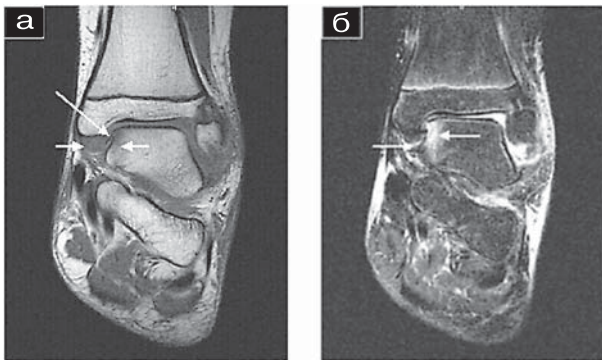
а — коронарная МРТ в T₁-ВИП, б — коронарная МРТ в режиме STIR.
